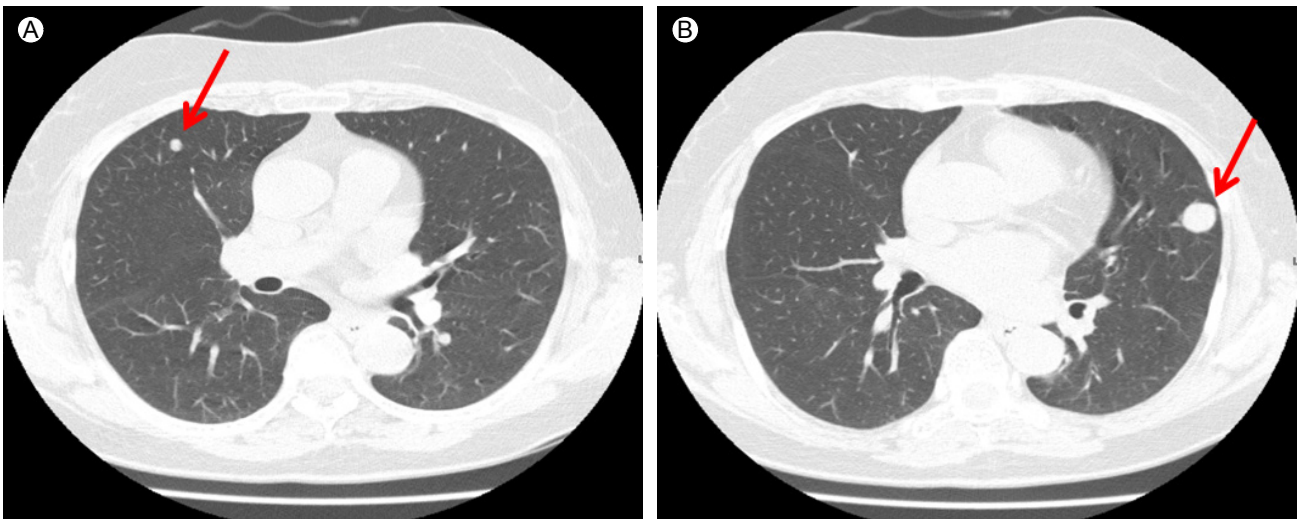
(A) Computed tomography of the chest shows a 0.8-cm, well-defined, nodular lesion in the right middle lobe (arrow). (B) A 1.6-cm well-circumscribed, homogenous, punctate enhancing, non-calcified, subpleural solitary nodule in the left lower lobe (arrow).
